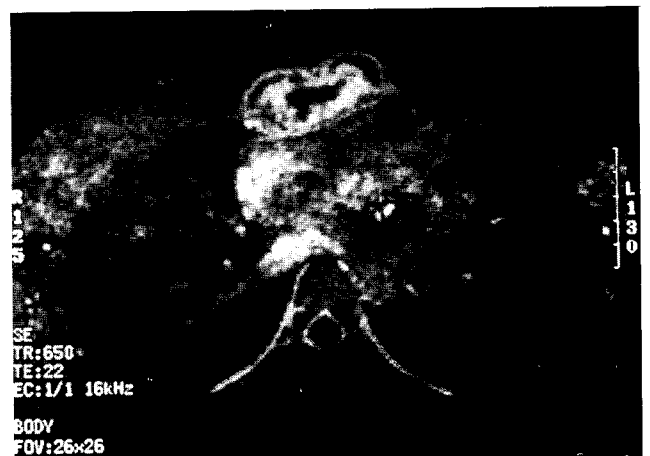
Preoperative chest MRI showed severe sternal necrosis and periosteal expansion.
